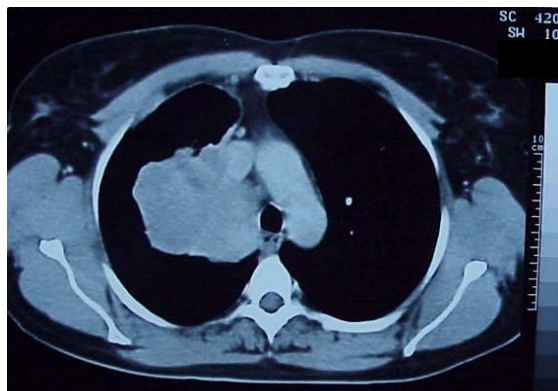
Tomografia computadorizada: grande massa em lobo superior direito e provável invasão da veia cava superior
